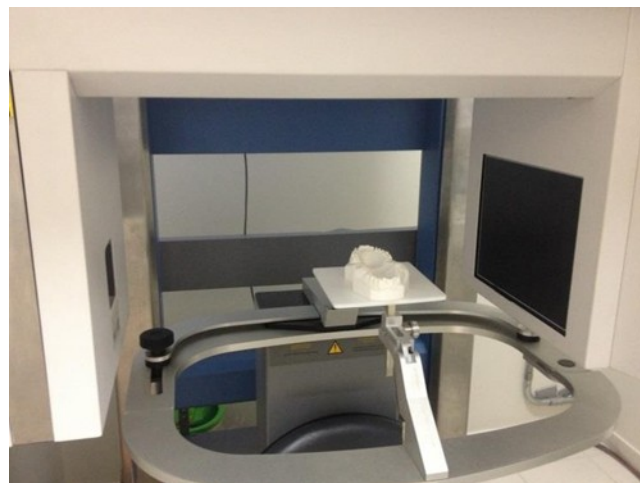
Tomógrafo ICAT – tomografia de modelos gesso.
